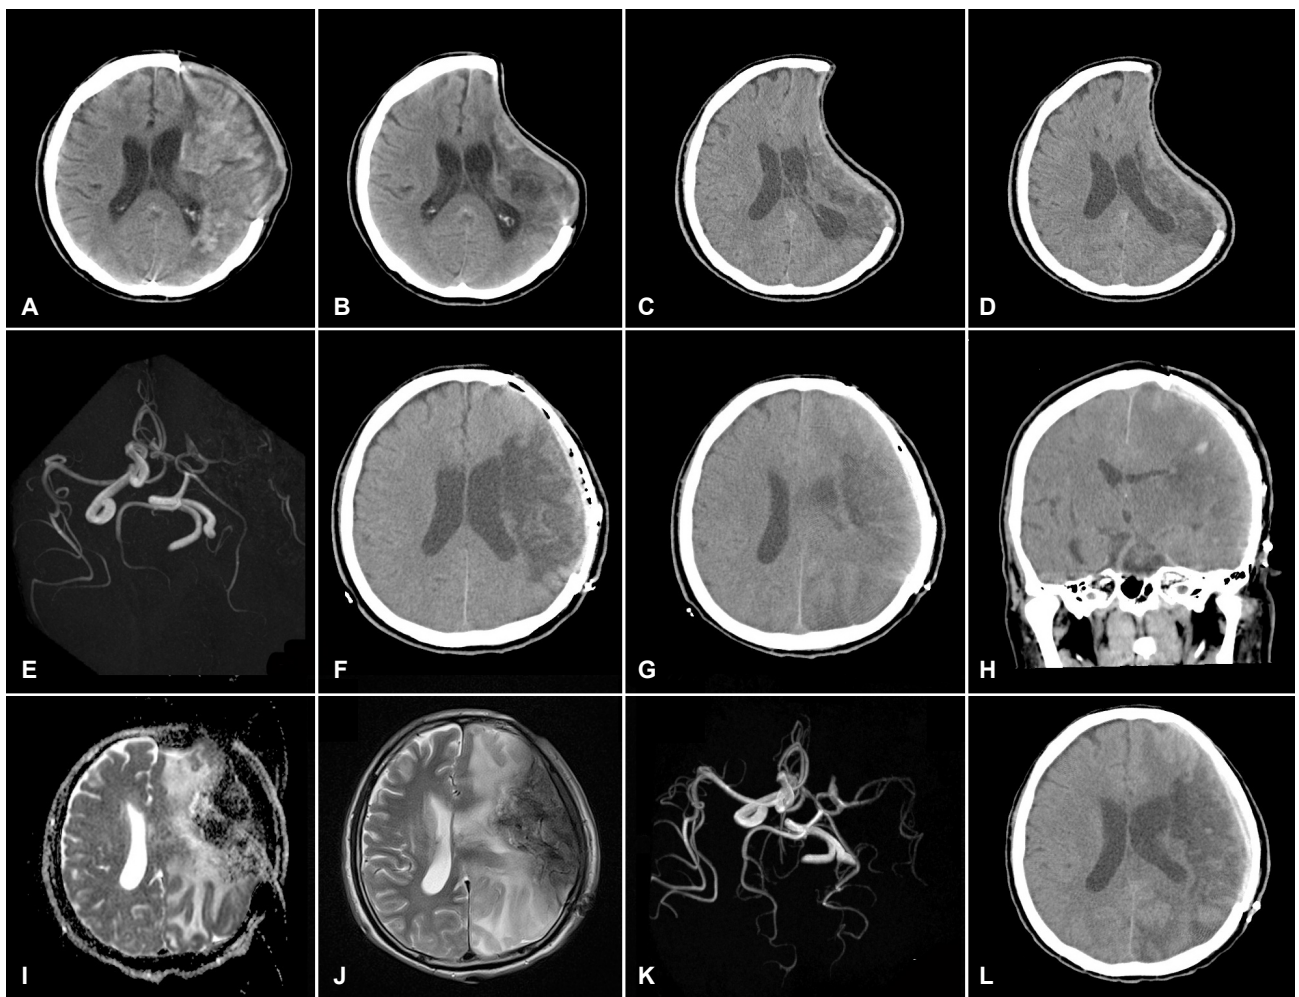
Brain CT were obtained post-hemicraniectomy on postoperative day 1 (A), day 25 (B), and day 50 (C). Pre-cranioplasty brain CT (D) showed a sunken scalp and left hemisphere compression. Brain expansion immediately after cranioplasty (F). On post-cranioplasty day 1, axial (G) and coronal (H) brain CT showed diffuse left hemispheric edema with a collapse of the left lateral ventricle. On postoperative day 3, brain MRI revealed a high signal intensity on apparent diffusion coefficient (I) and T2-weighted imaging (J), which suggests vasogenic edema. Compared with preoperative MRA (E), postoperative MRA (K) demonstrated increased signal intensity of the left MCA. On post-cranioplasty day 7, brain CT revealed decreased left hemispheric edema (L). CT; computed tomography, MRI; magnetic resonance imaging, MRA; magnetic resonance angiography, MCA; middle cerebral artery.
